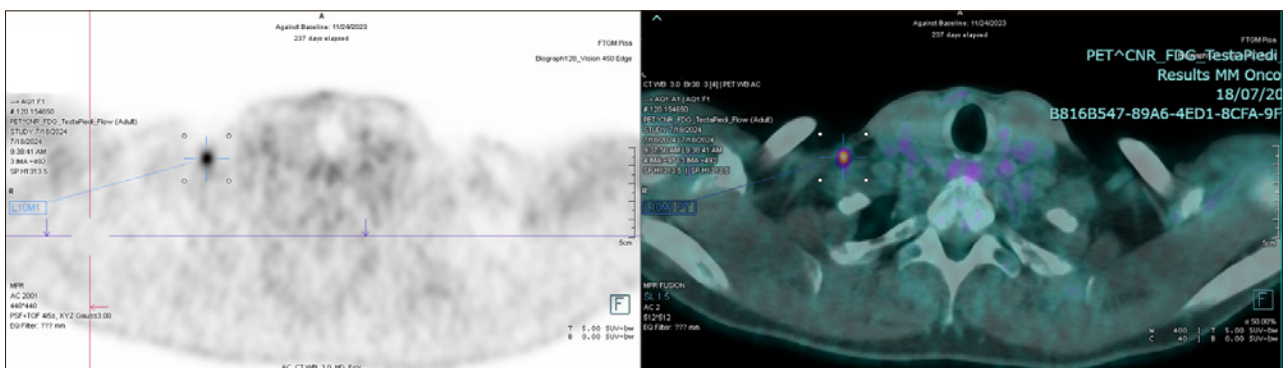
PET alla recidiva.
